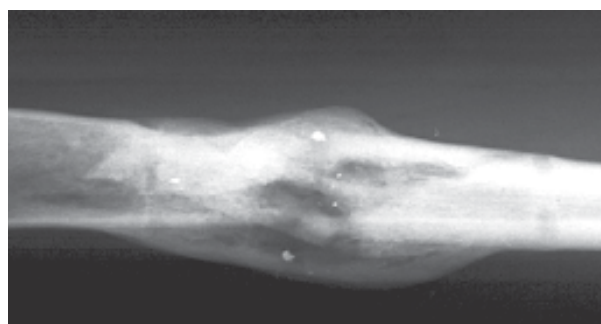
Пациент О. Рентгенограмма состояния области перелома через 3 месяца после инъекции материала «ЛитАр».
